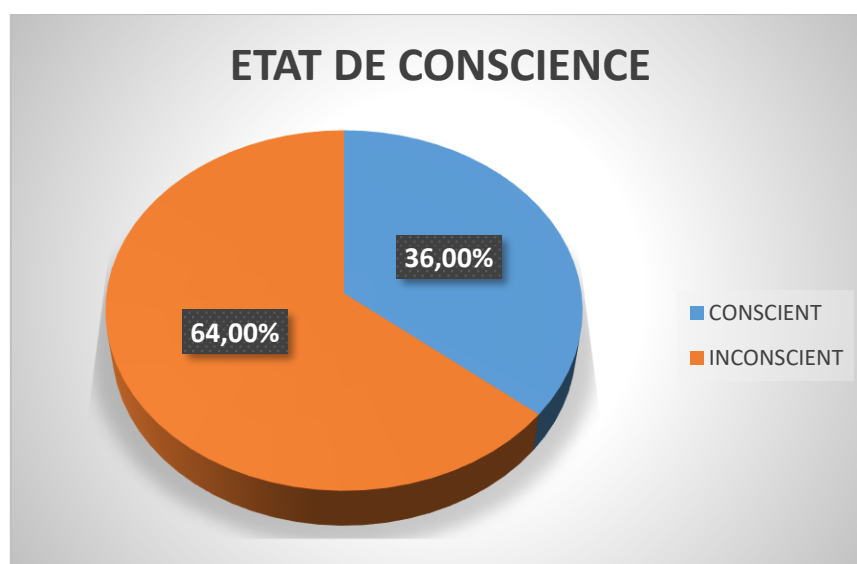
Répartition selon l'état de conscience des patients non monitorés par échocardiographie.
